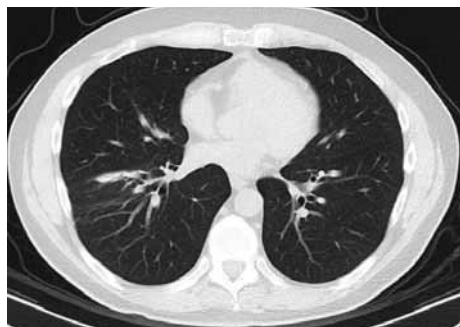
Компьютерная томограмма органов грудной клетки больного П. 42 лет от 16.01.19
